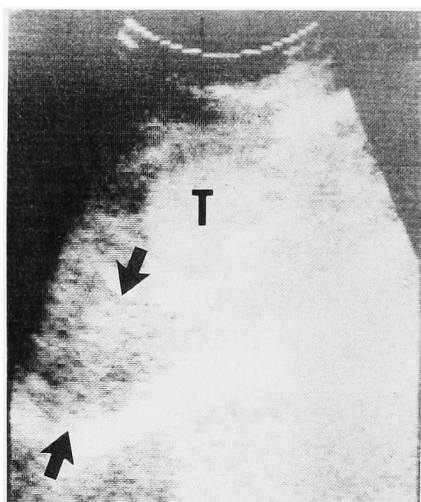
Skin thickening (arrows) detected at ultrasound of scrotum with right normal testicle (T).
